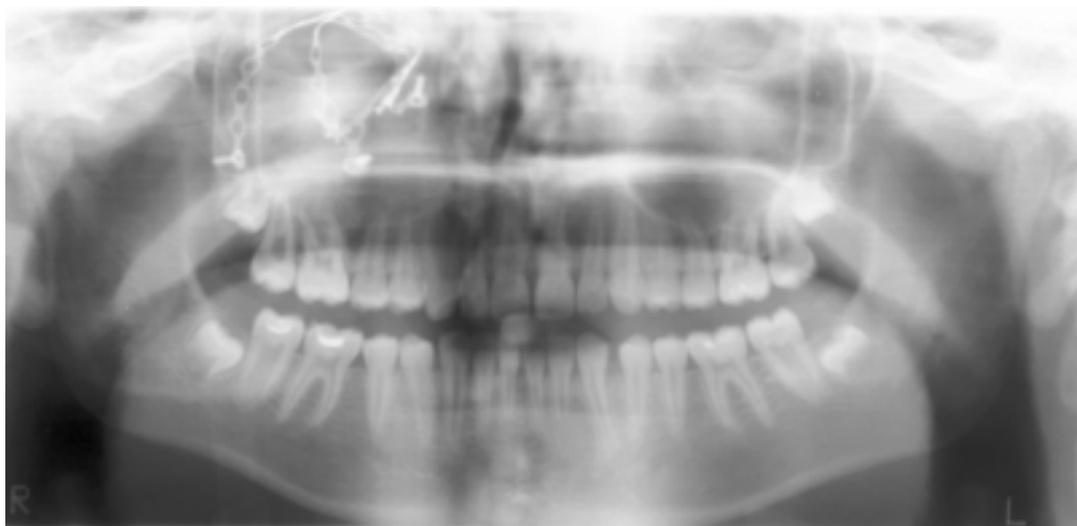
Ортопантомограмма верхней челюсти. Видны детали титановой конструкции, использованные для восстановления контуров скулоглазничного комплекса.
